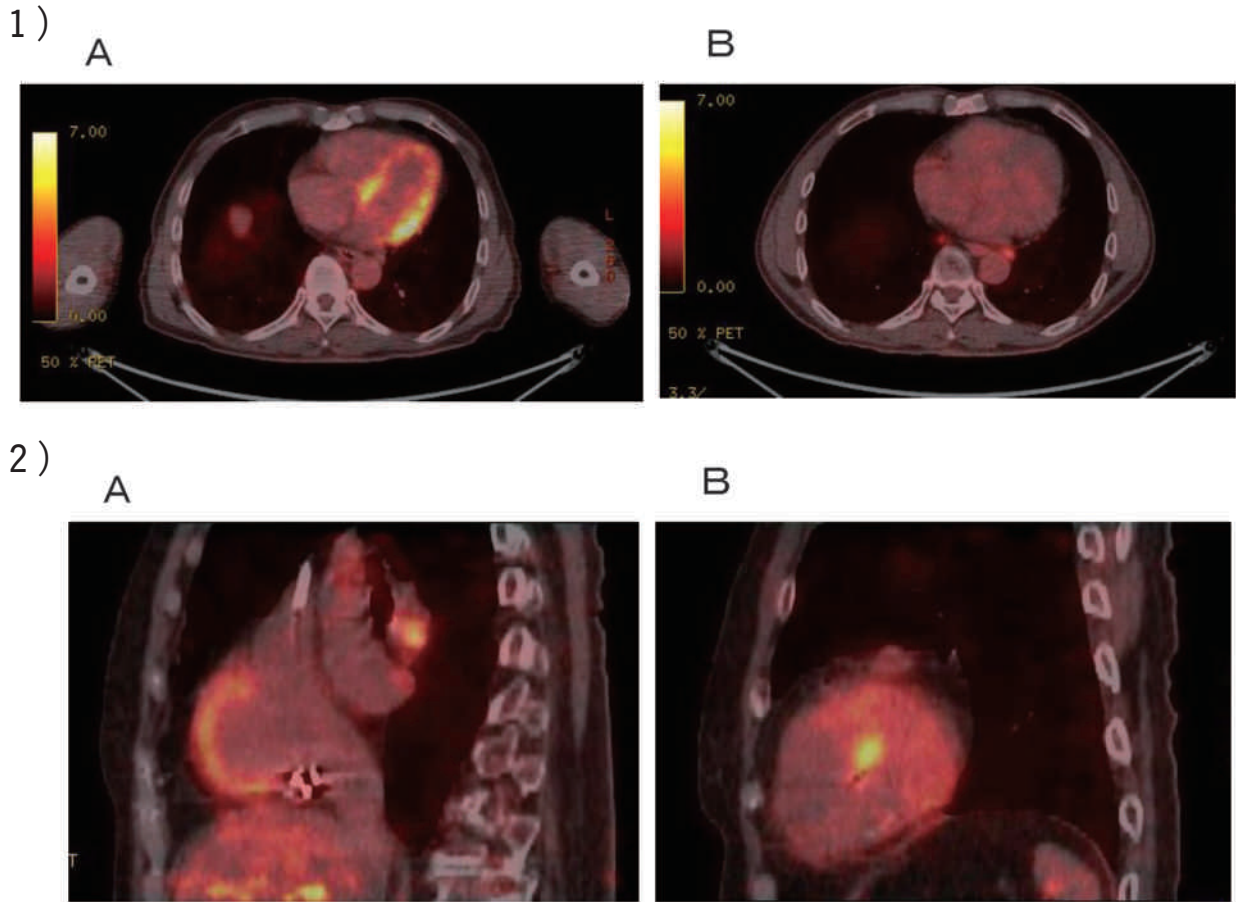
^{18}F -FDG PET による生理的集積
